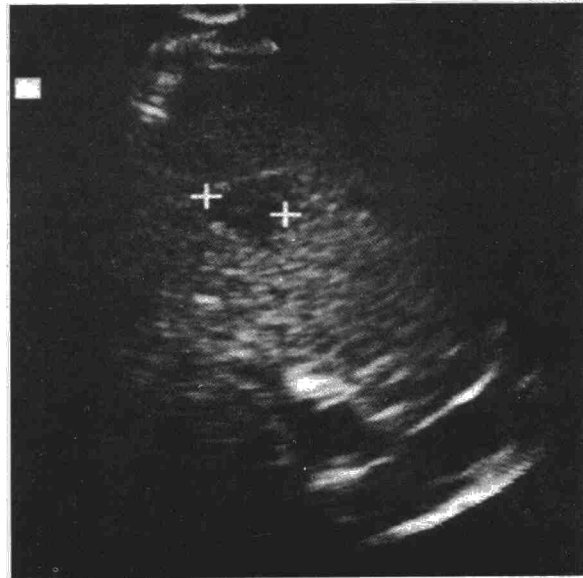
Ecografía hepática: absceso de 2,2 cm en lóbulo derecho hepático.
